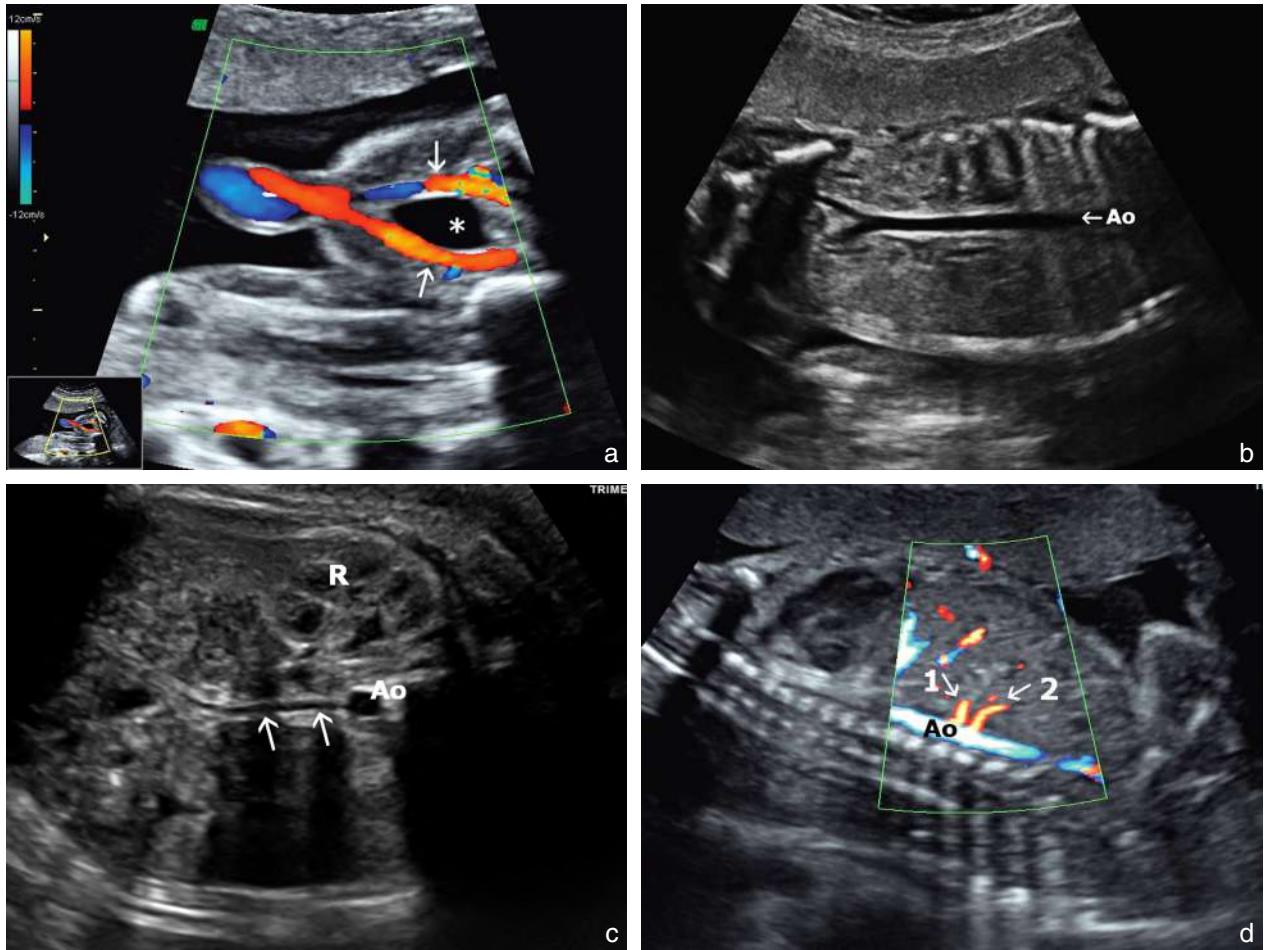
Gros vaisseaux de l'abdomen. a. 22 SA. Les deux artères ombilicales (→) encadrant la vessie (*) en mode Doppler couleur. b. Aorte abdominale (Ao) et sa bifurcation. c. Artère mésentérique supérieure (38 SA). Coupe transversale, légèrement oblique vers le bas de l'abdomen. Partant de l'aorte abdominale (Ao) vue en section, on peut suivre l'artère mésentérique supérieure sur une grande partie de son trajet (→). R : rein. d. Tronc coeliaque et artère mésentérique supérieure (22 SA). Coupe longitudinale de l'aorte (Ao). Émergence du tronc coeliaque (1) et de l'artère mésentérique supérieure (2).
